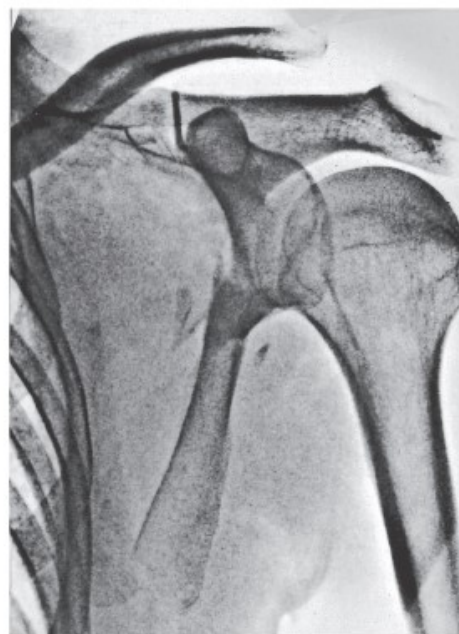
Ligamentous instability of the coracoclavicular junction in a fracture of the infraplnous part of the scapular body on radiograph
